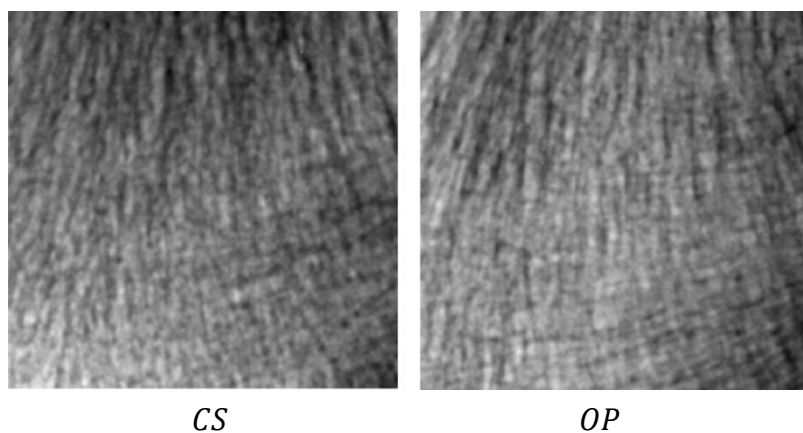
ROI radiographique extrait du calcanéum d'un sujet CS et d'un patient OP.
